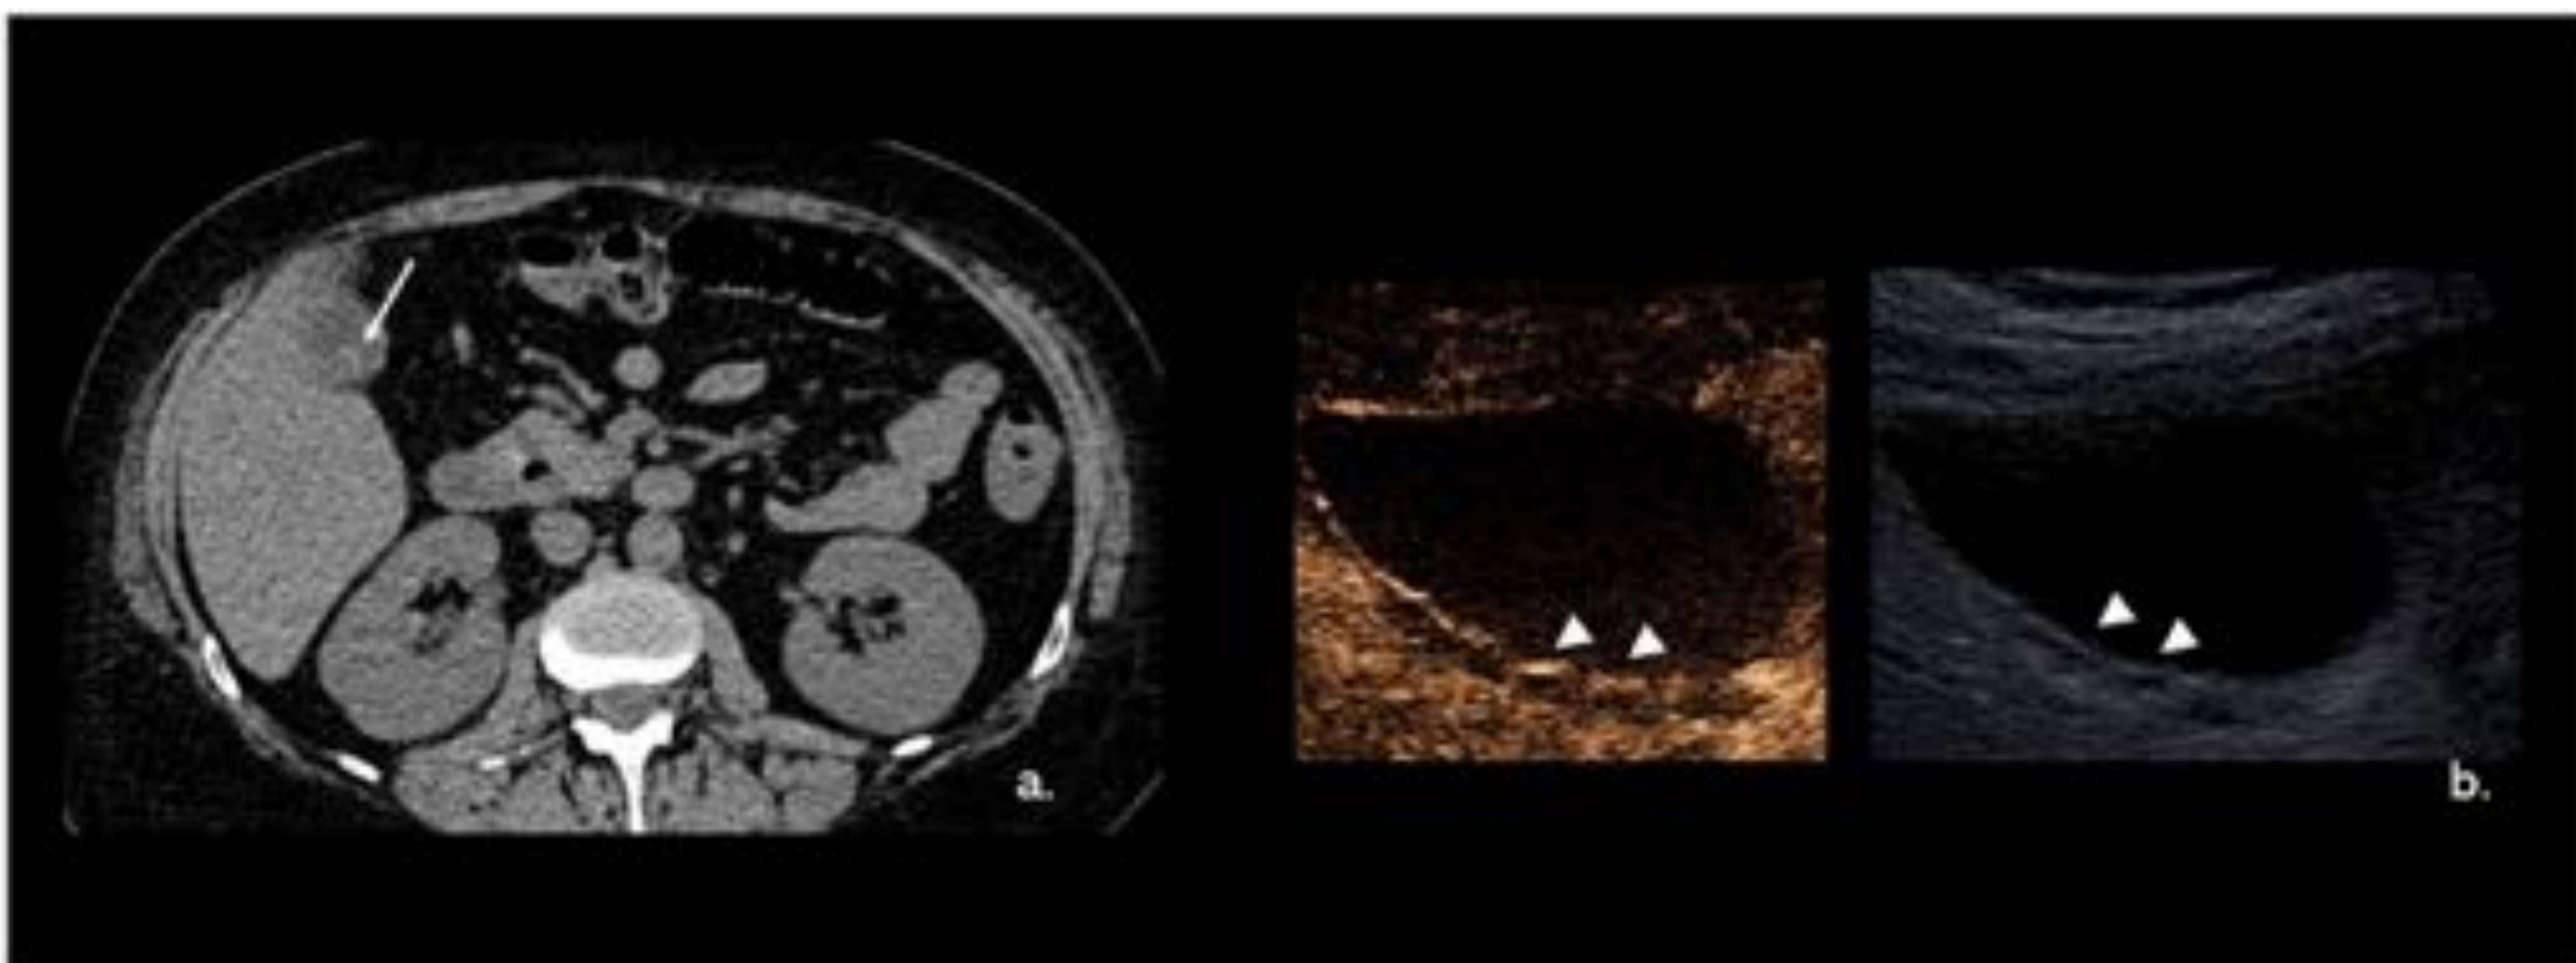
Adenomiomatosis focal. Imagen de TC axial sin contraste (a.) Muestra pequeño aumento densidad de tejido blando en el fondo de la vesícula biliar (flecha). CEUS (b.) Muestra pequeños espacios quísticos anecoicos característicos en el fondo VB (puntas de flecha) con realce intermedio similar al de la pared VB normal. Referencia: Hospital
